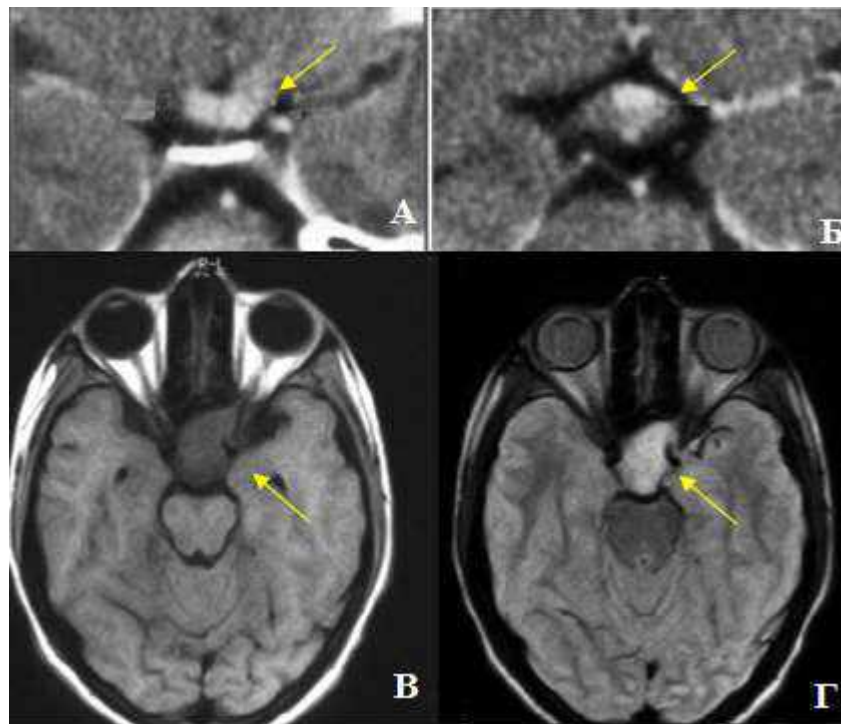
Спостереження №54. Пацієнтка Є-на, 41 років, історія хвороби №162342. МРТ головного мозку. Жовтими стрілками позначене об'ємне утворення. А, Б — МРТ головного мозку в коронарній площині. В, Г — МРТ головного мозку в аксіальній площині
